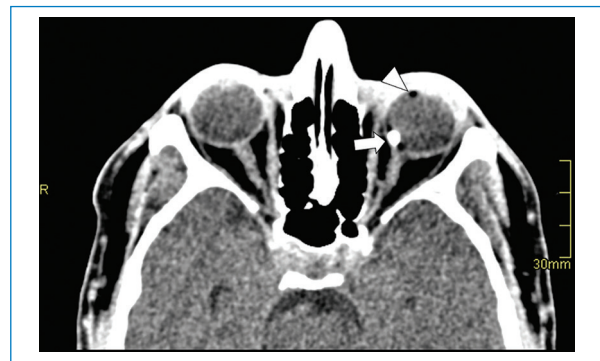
Cuerpo extraño metálico en el globo ocular izquierdo. TC simple de los ojos en plano axial y ventana de tejidos blandos que muestra cuerpo extraño metálico hiperdenso (1.880 UH) en el segmento posterior (flecha) y pequeña burbuja de aire (cabeza de flecha) en el globo ocular izquierdo.
